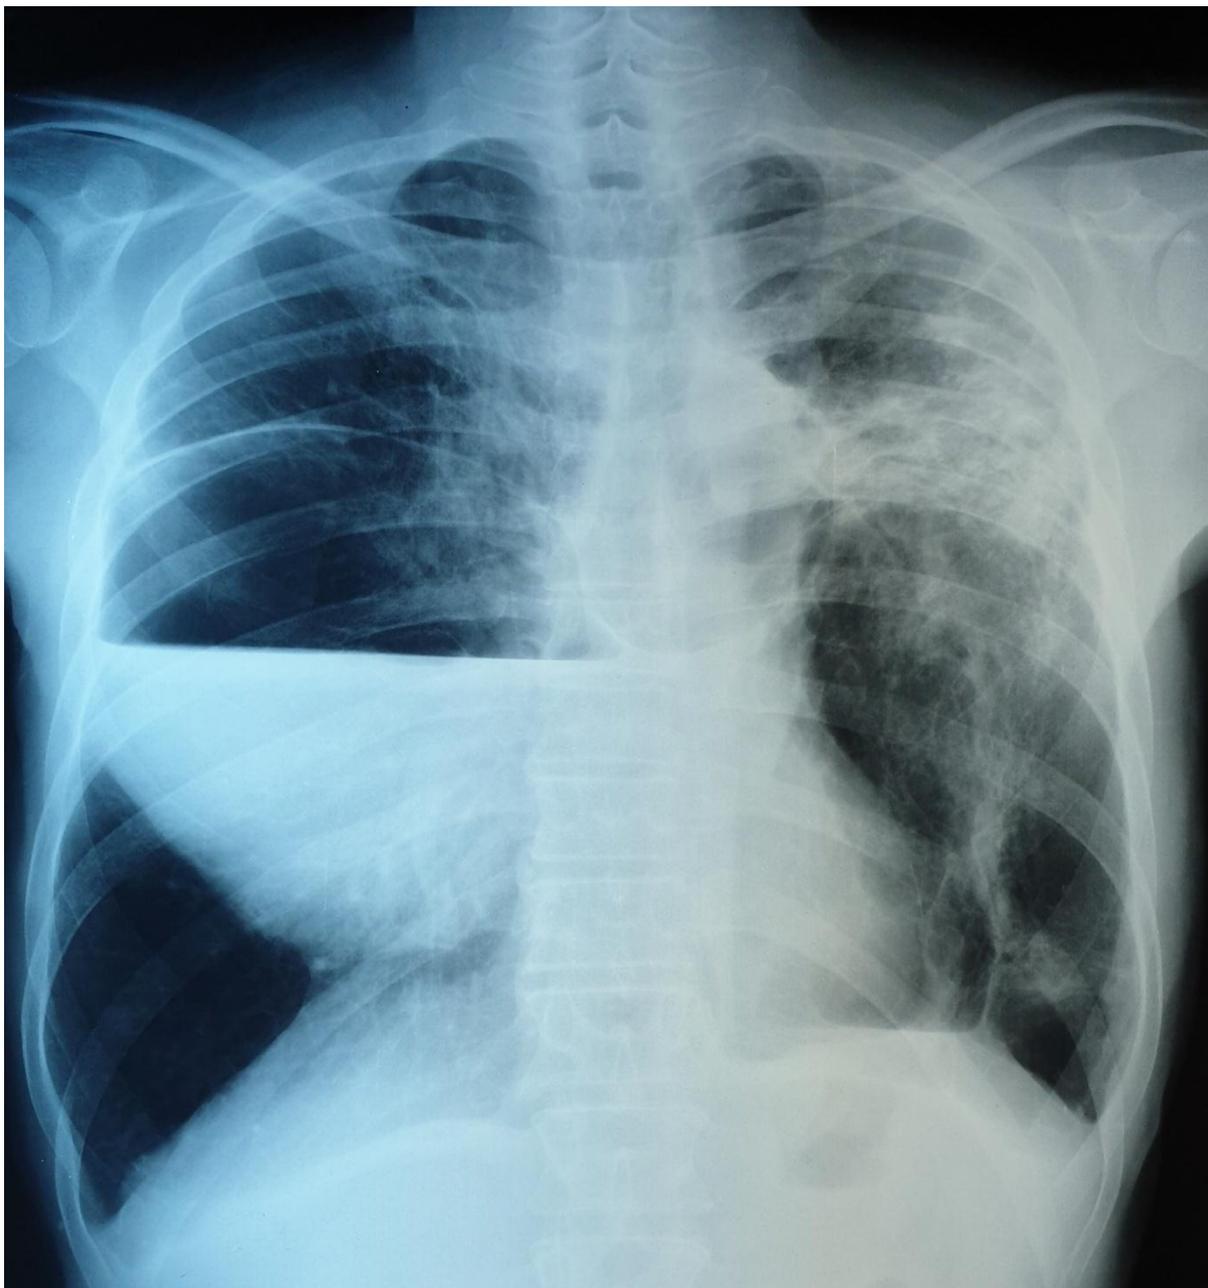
Radiographie du thorax (face) qui montre du côté droit une opacité avec un niveau horizontale surmontée d'une clarté (niveau hydro-aérique), et des opacités et infiltrats de l'hémichamp pulmonaire gauche. Il s'agit d'un pyo-pneumothorax tuberculeux stade III, localisé au niveau de la scissure.
